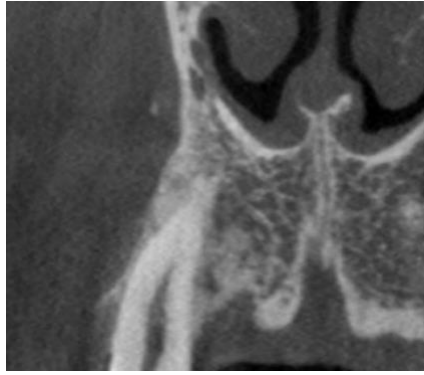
Corte coronal de CBCT. Geminación de dientes supernumerarios. (80)
